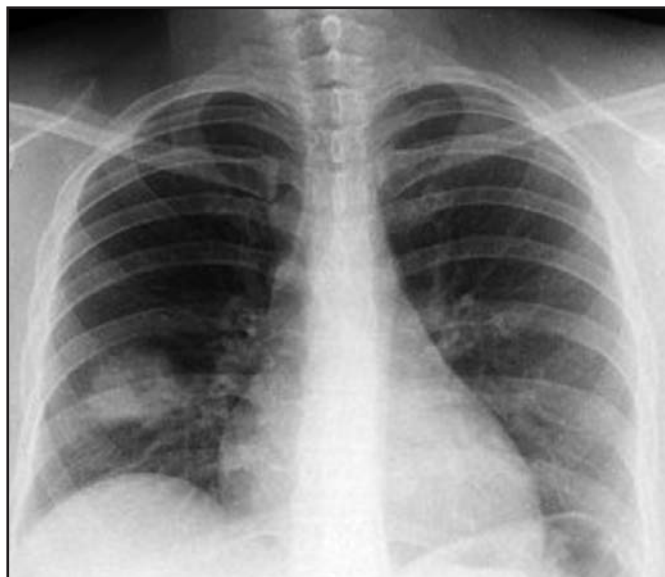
Radiografia do tórax em PA demonstrando imagem nodular com esboço de cavitação no lobo médio.
